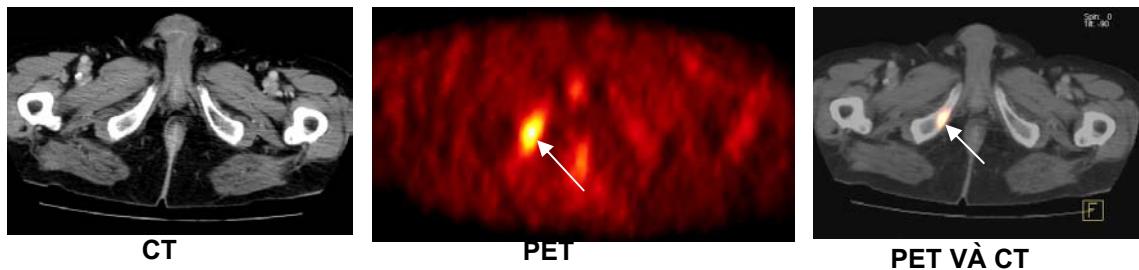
Hình ảnh hoà trộn giữa PET và CT cho thấy rõ vị trí, mức độ lan rộng của tổn thương...
